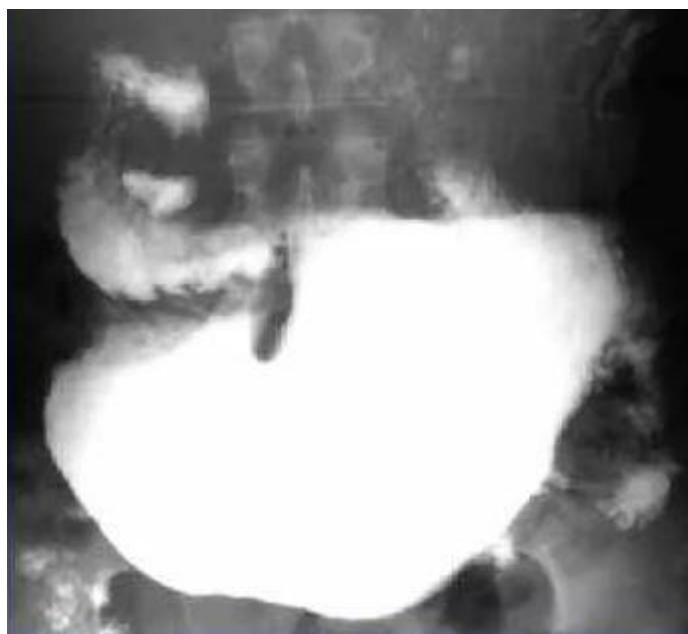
Пациент Г. Рентгенография желудка до операции
